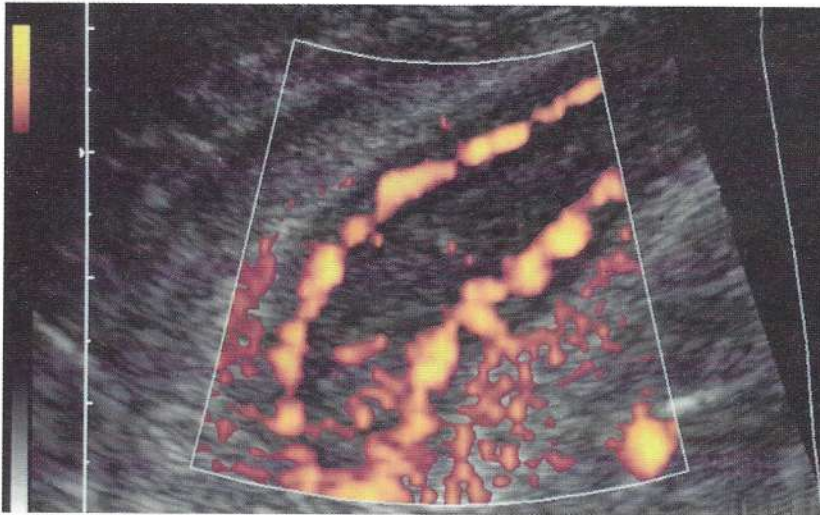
Morbus Crohn. Durch die Power-Doppler-Sonographie ist die ausgeprägte vermehrte Vaskularisation innerhalb der Darmwand und im direkt benachbarten Mesenterium besonders deutlich darstellbar.
